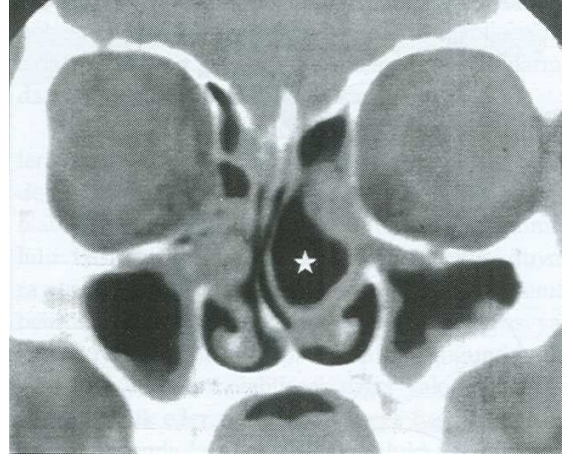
Koronal BT kesitinde sol orta konkada dev konka bülloza (ok) ve sağda unsinat proses pnömatizasyonu (yıldız) izleniyor. Dev konka büllozaya bağlı orta nazal meatusu oluşturan yapılarda deformasyon dikkati çekiyor (64).
